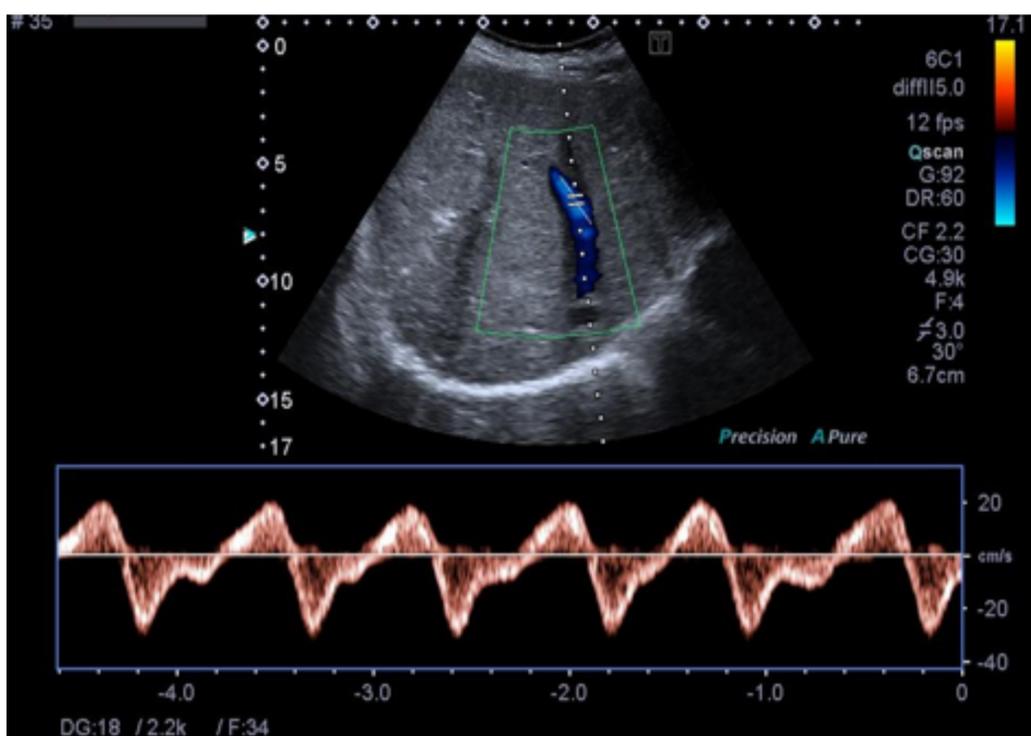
Estudio Doppler espectral. VSH con pérdida del flujo trifásico.
